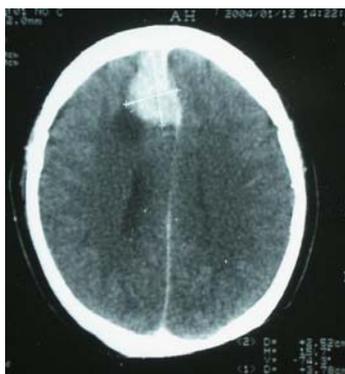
TAC #1 en fase contrastada del 12 de Enero del 2004.
